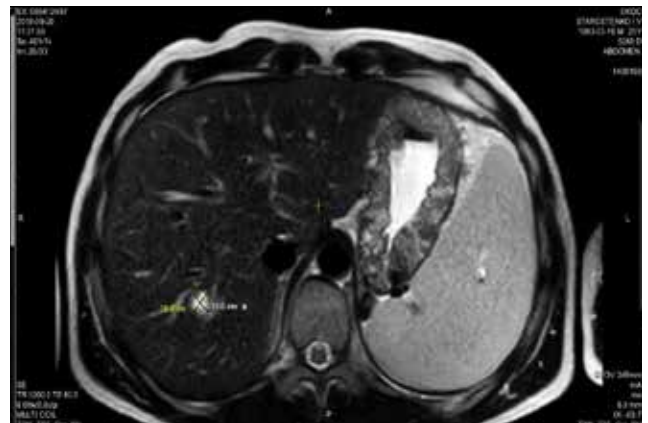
МРТ органов брюшной полости. Визуализация метастатического очага в паренхиме печени
